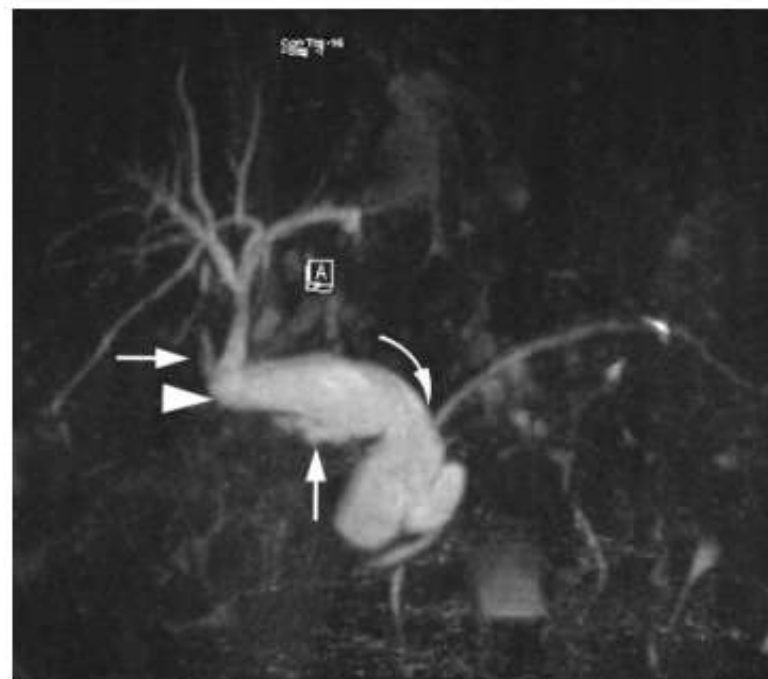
Size disjuncture between donor and recipient common bile ducts in a 60-year-old man with a liver transplant. Coronal MIP image from a 3D respiratory-triggered T2-weighted fast SE restore data set shows that the recipient common bile duct (curved arrow) has a larger diameter than that of the donor (arrowhead). The liver function is normal, and the intrahepatic ducts are not dilated. Note the two cystic duct remnants (straight arrows).
